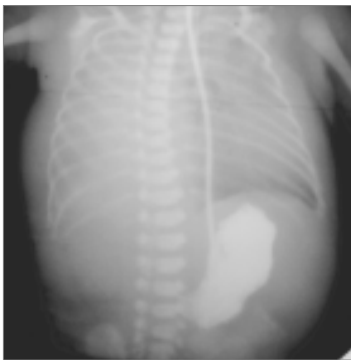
Рентгенографія з контрастуванням шлунка
